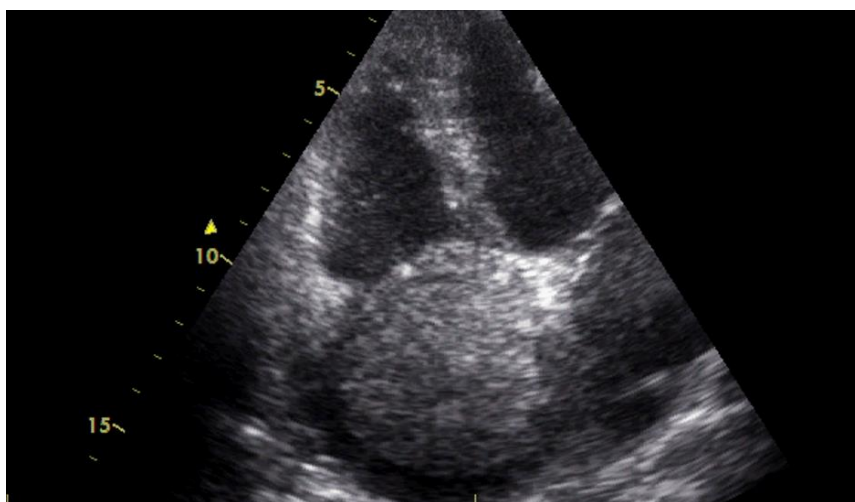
Ecocardiografie care evidențiază masa tumorală atrială dreaptă cu baza de implantare largă la nivelul SIA.
